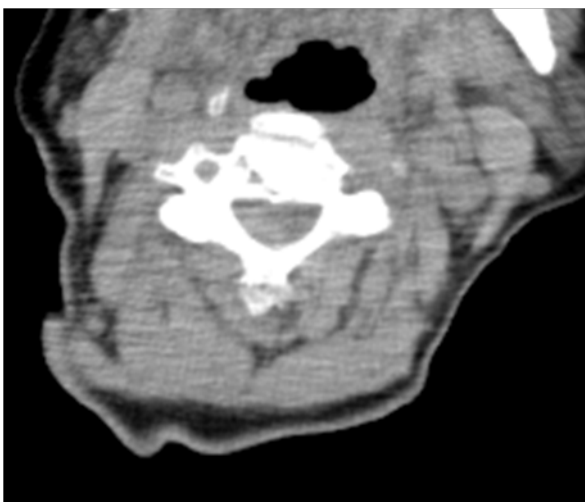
Y日に撮影されたCTの水平断。硬膜外血腫を認める。
